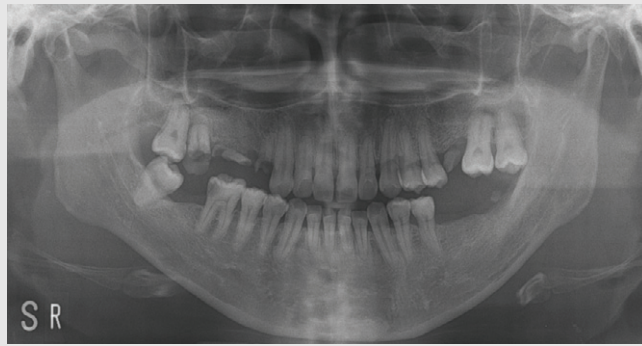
증례 2 환자의 초진 파노라마방사선영상. 다수의 잔존 치근과 치아 우식이 관찰되며 악골 병소는 관찰되지 않는다.
